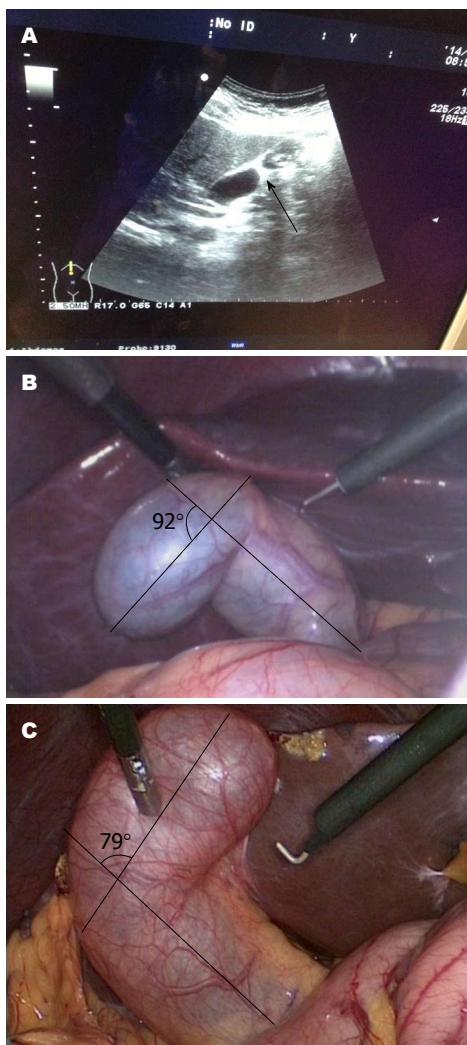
胆囊折叠情况. A: 术前超声示胆囊体二分之一处有分隔(箭头示分隔); B: 术中腹腔镜下可见胆囊向右折叠92°远端有结石; C: 腹腔镜下胆囊体二分之一处向左折叠79°.
